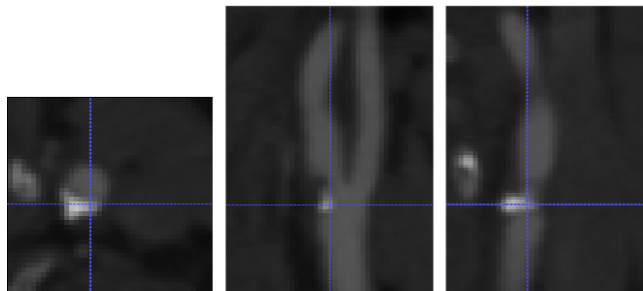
Angio-TC de la zona cercana a la bifurcación carotídea, en escala de grises. De izquierda a derecha vista axial, sagital y coronal. La resolución espacial es de 0,58 x 0,58 x 0,4 mm [161].
